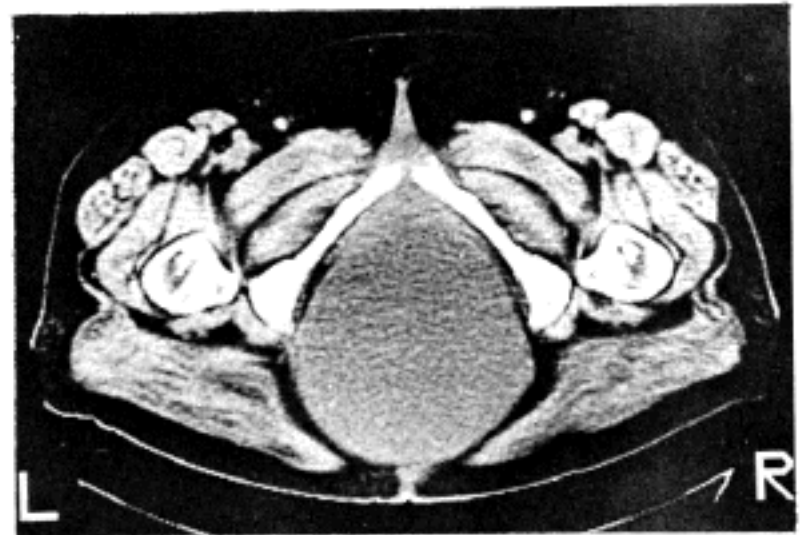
A large presacral cystic tumor attached to the sacrum in CT scanning.
